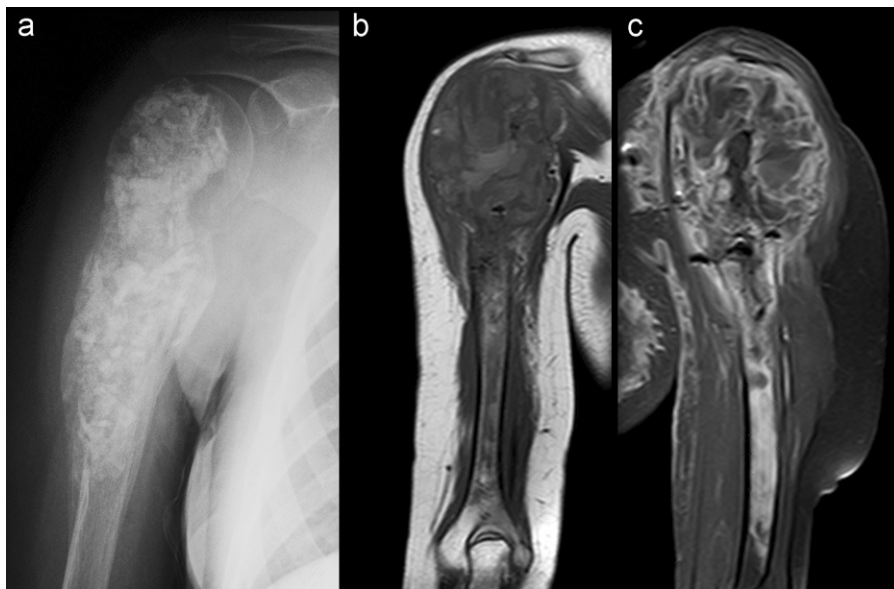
Diez meses después del diagnóstico. A) Radiografía simple de miembro superior derecho, proyección anteroposterior. Cambios postquirúrgicos metafiso-epifisarios y diafisarios proximales en el húmero, por cementación ósea, con reacción perióstica continua. B) RM potenciada en T1 en plano coronal. Destrucción de la metáfisis y la epífisis proximales del húmero con una gran masa de partes blandas asociada y alteración en la intensidad de señal de la médula ósea diafisaria, que alcanza la metáfisis distal. C) RM tras administración de contraste i.v. con supresión grasa. Realce intenso de los septos de la lesión metafiso-epifisaria y de la médula ósea diafisaria humeral, así como de la masa de partes blandas.
